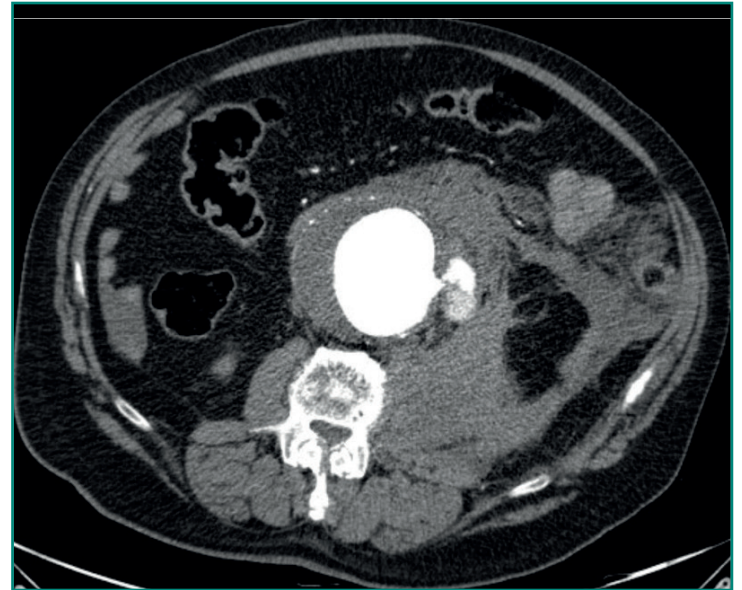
Angio-TC de paciente con rotura de aneurisma de aorta abdominal. Se visualiza gran cantidad de líquido extravascular, así como salida de contraste de la luz aórtica.
